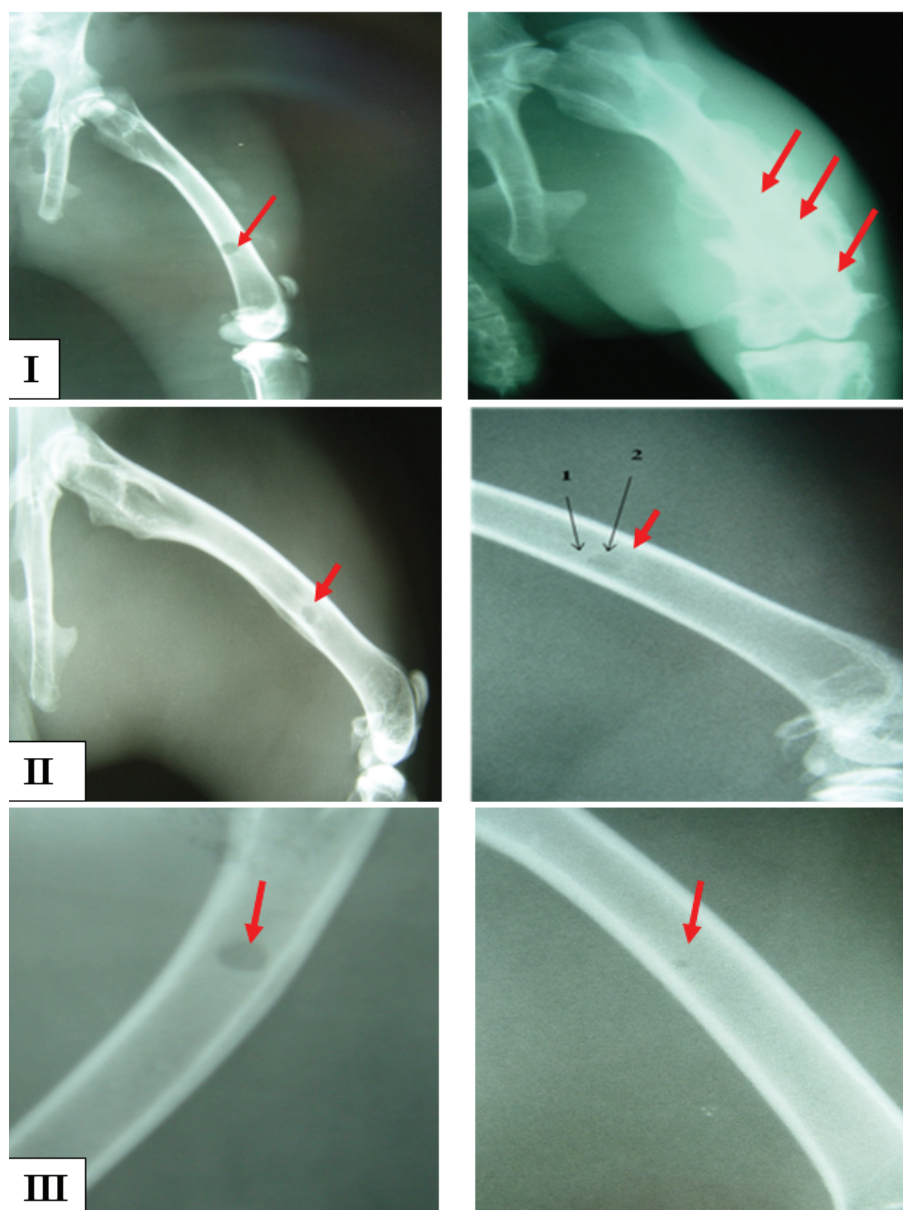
Рентгенографические снимки оперированных конечностей животных на 30-е (слева) и 90-е сутки (справа) послеоперационного периода: 1 – костный аутографт; 2 – тПГА; 3 – ПГА/тиенам. РУМ-20, 44 мА 0,1 кВ, экспозиция 1 с.
